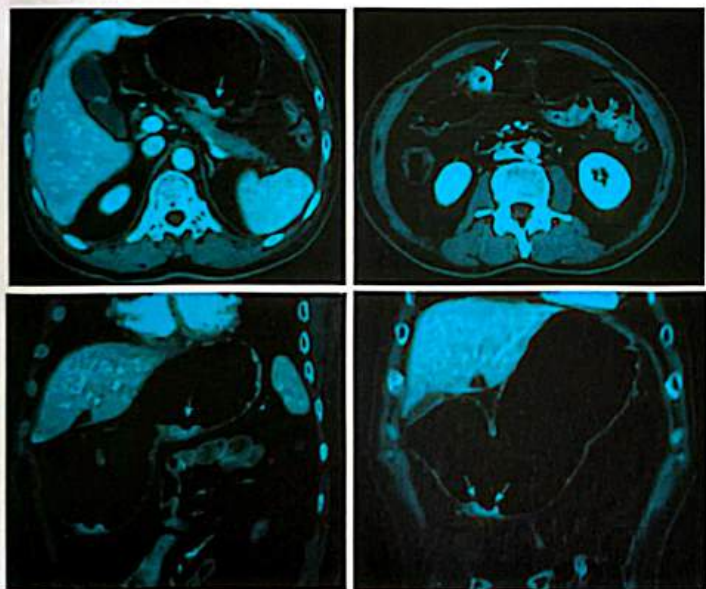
Gastrografia por TC de múltiplos cânceres gástricos. As imagens axiais da TC com o estômago dilatado com ar mostram claramente as lesões. Os aspectos morfológicos das lesões podem ser mais claramente avaliados por meio de reformatações multiplanares.
